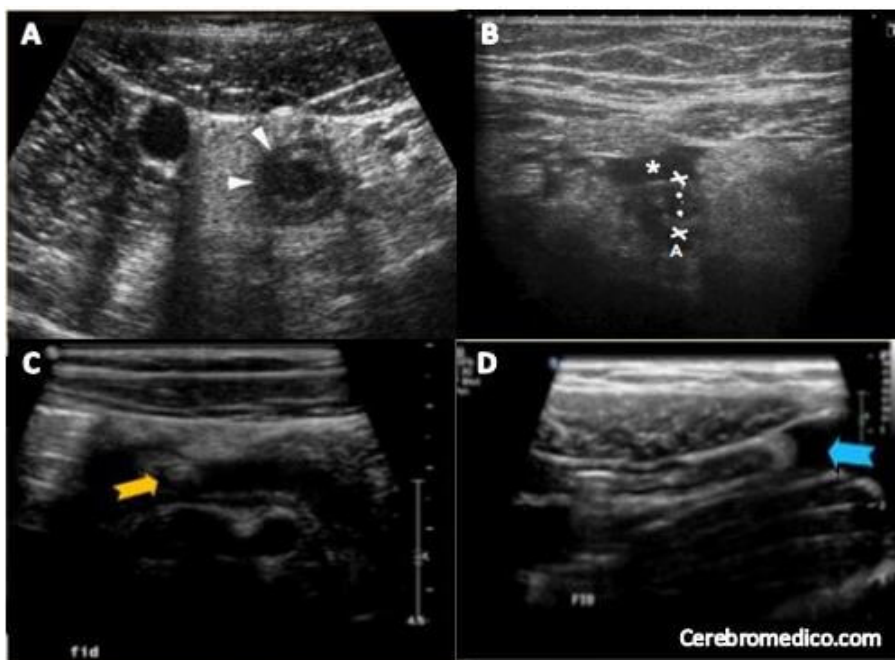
Ecografía de Apendicitis Aguda perforada
